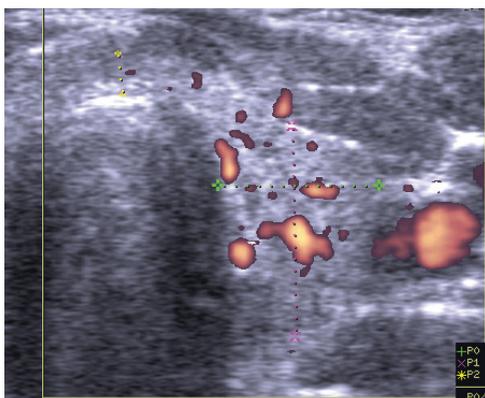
Пациентка А., 43 г., УЗИ (левая доля, поперечная проекция и перешеек, ЭДК). Заметно усиление напряжения кровообращения (преимущественно в медиальной стороне доле и части перешейка, где преобладает изоэхогенная ткань).
